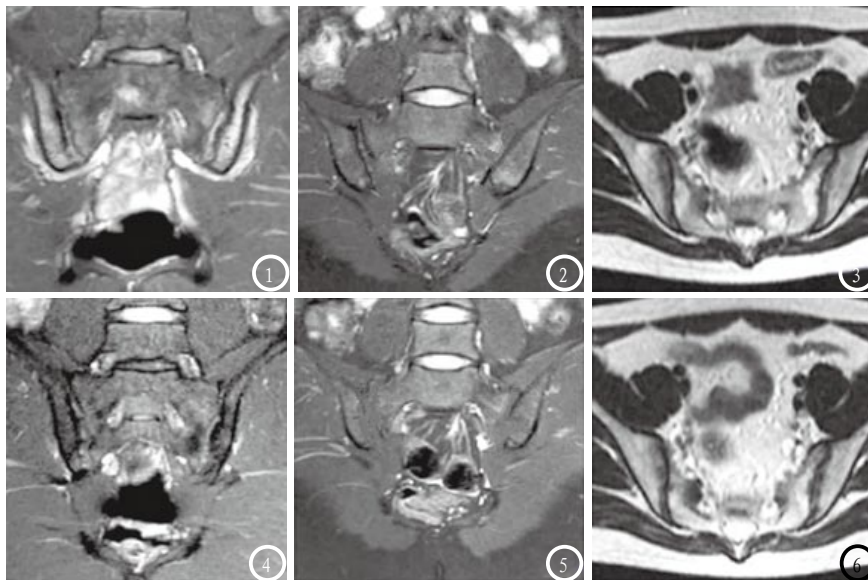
3分别为治疗前3例不同的患者,MRI表现分别为冠状位压脂TIRM序列显示骨髓水肿、横轴位T1WI显示软骨破坏和关节间隙积液、横轴位T1WI显示骨髓脂肪沉积;图4-6分别为图1-3治疗后对应的同一患者,MRI表现骨髓水肿基本消失、软骨破坏改变不明显和关节间隙积液显著减少、骨髓脂肪沉积减少。
